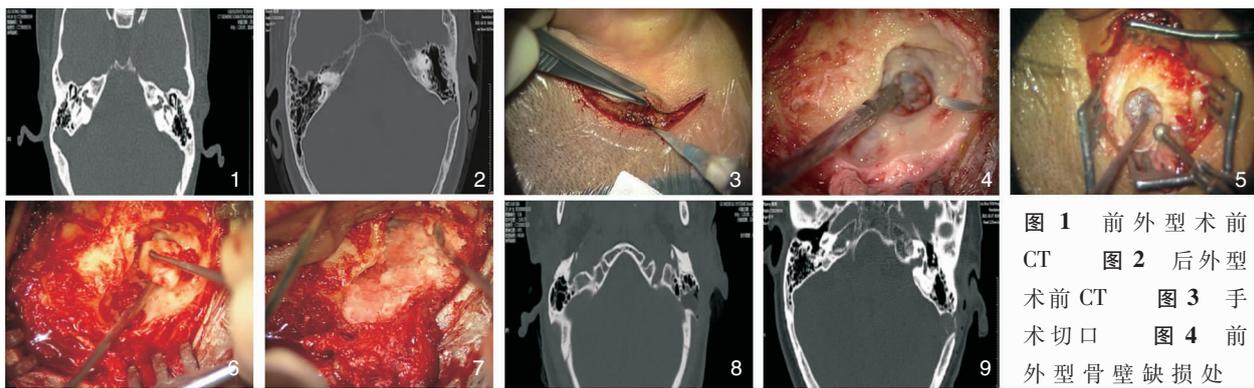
前外型术前 CT 图 2 后外型术前 CT 图 3 手术切口 图 4 前外型骨壁缺损处
